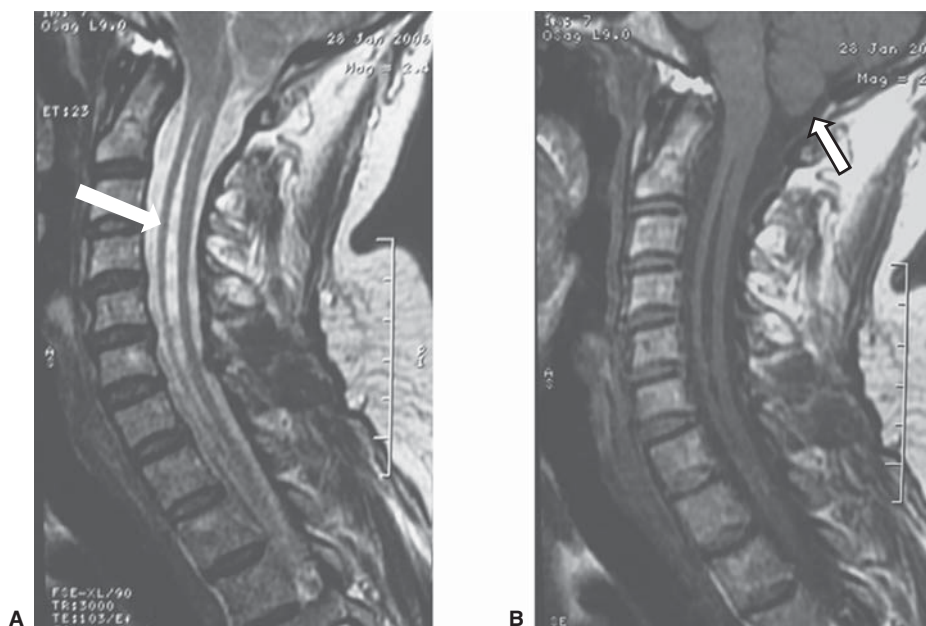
Siringomielia. RM sagital eco de espín con información T2 y T1. Dilatación anormal del canal del epéndimo formando colección líquida de similar intensidad a la del LCR (flecha figura A), asociada a malformación de Chiari I, descenso de amígdalas en foramen magno (flecha figura B).
